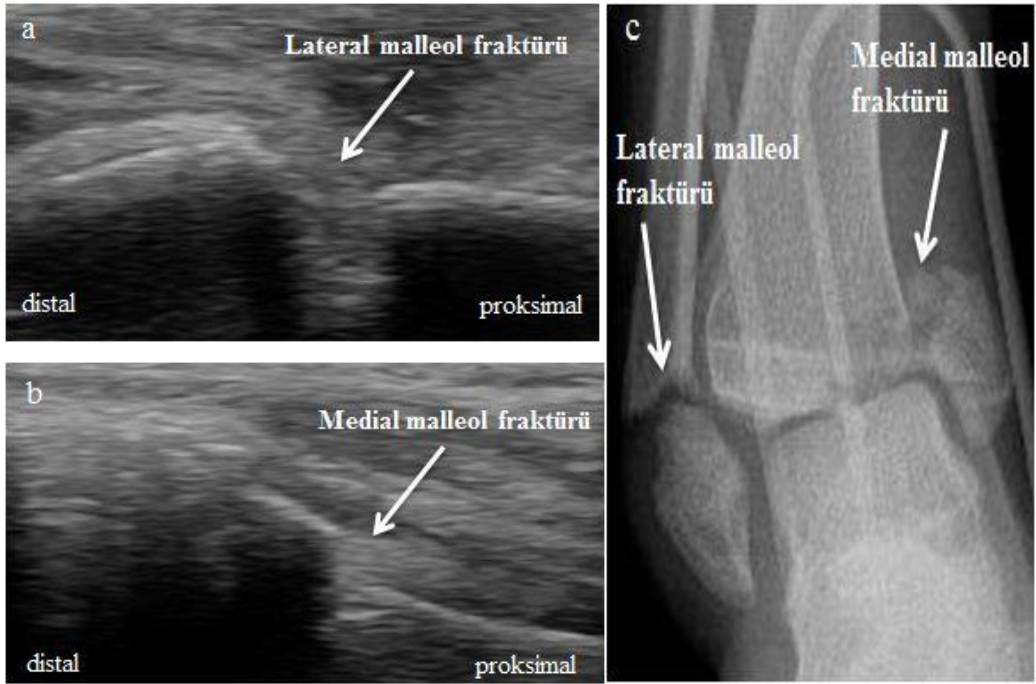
3 No'lu hastaya ait a. USG görüntüsü: kemik hiperekoik hat olarak görülüyor. Hattaki devamsızlık fraktür bölgesini gösteriyor, b. radyografi (ayak oblik)
